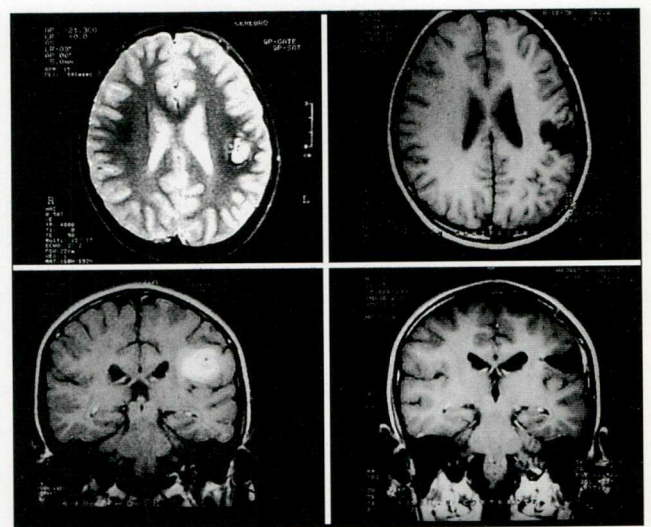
Paciente varón de 9 años de edad, con crisis convulsivas mensuales. Los cortes axiales y coronales pre y postoperatorios de la IRM muestran un cavernoma del área central y su resección. Cuatro años de evolución postoperatoria sin crisis y sin secuelas.
